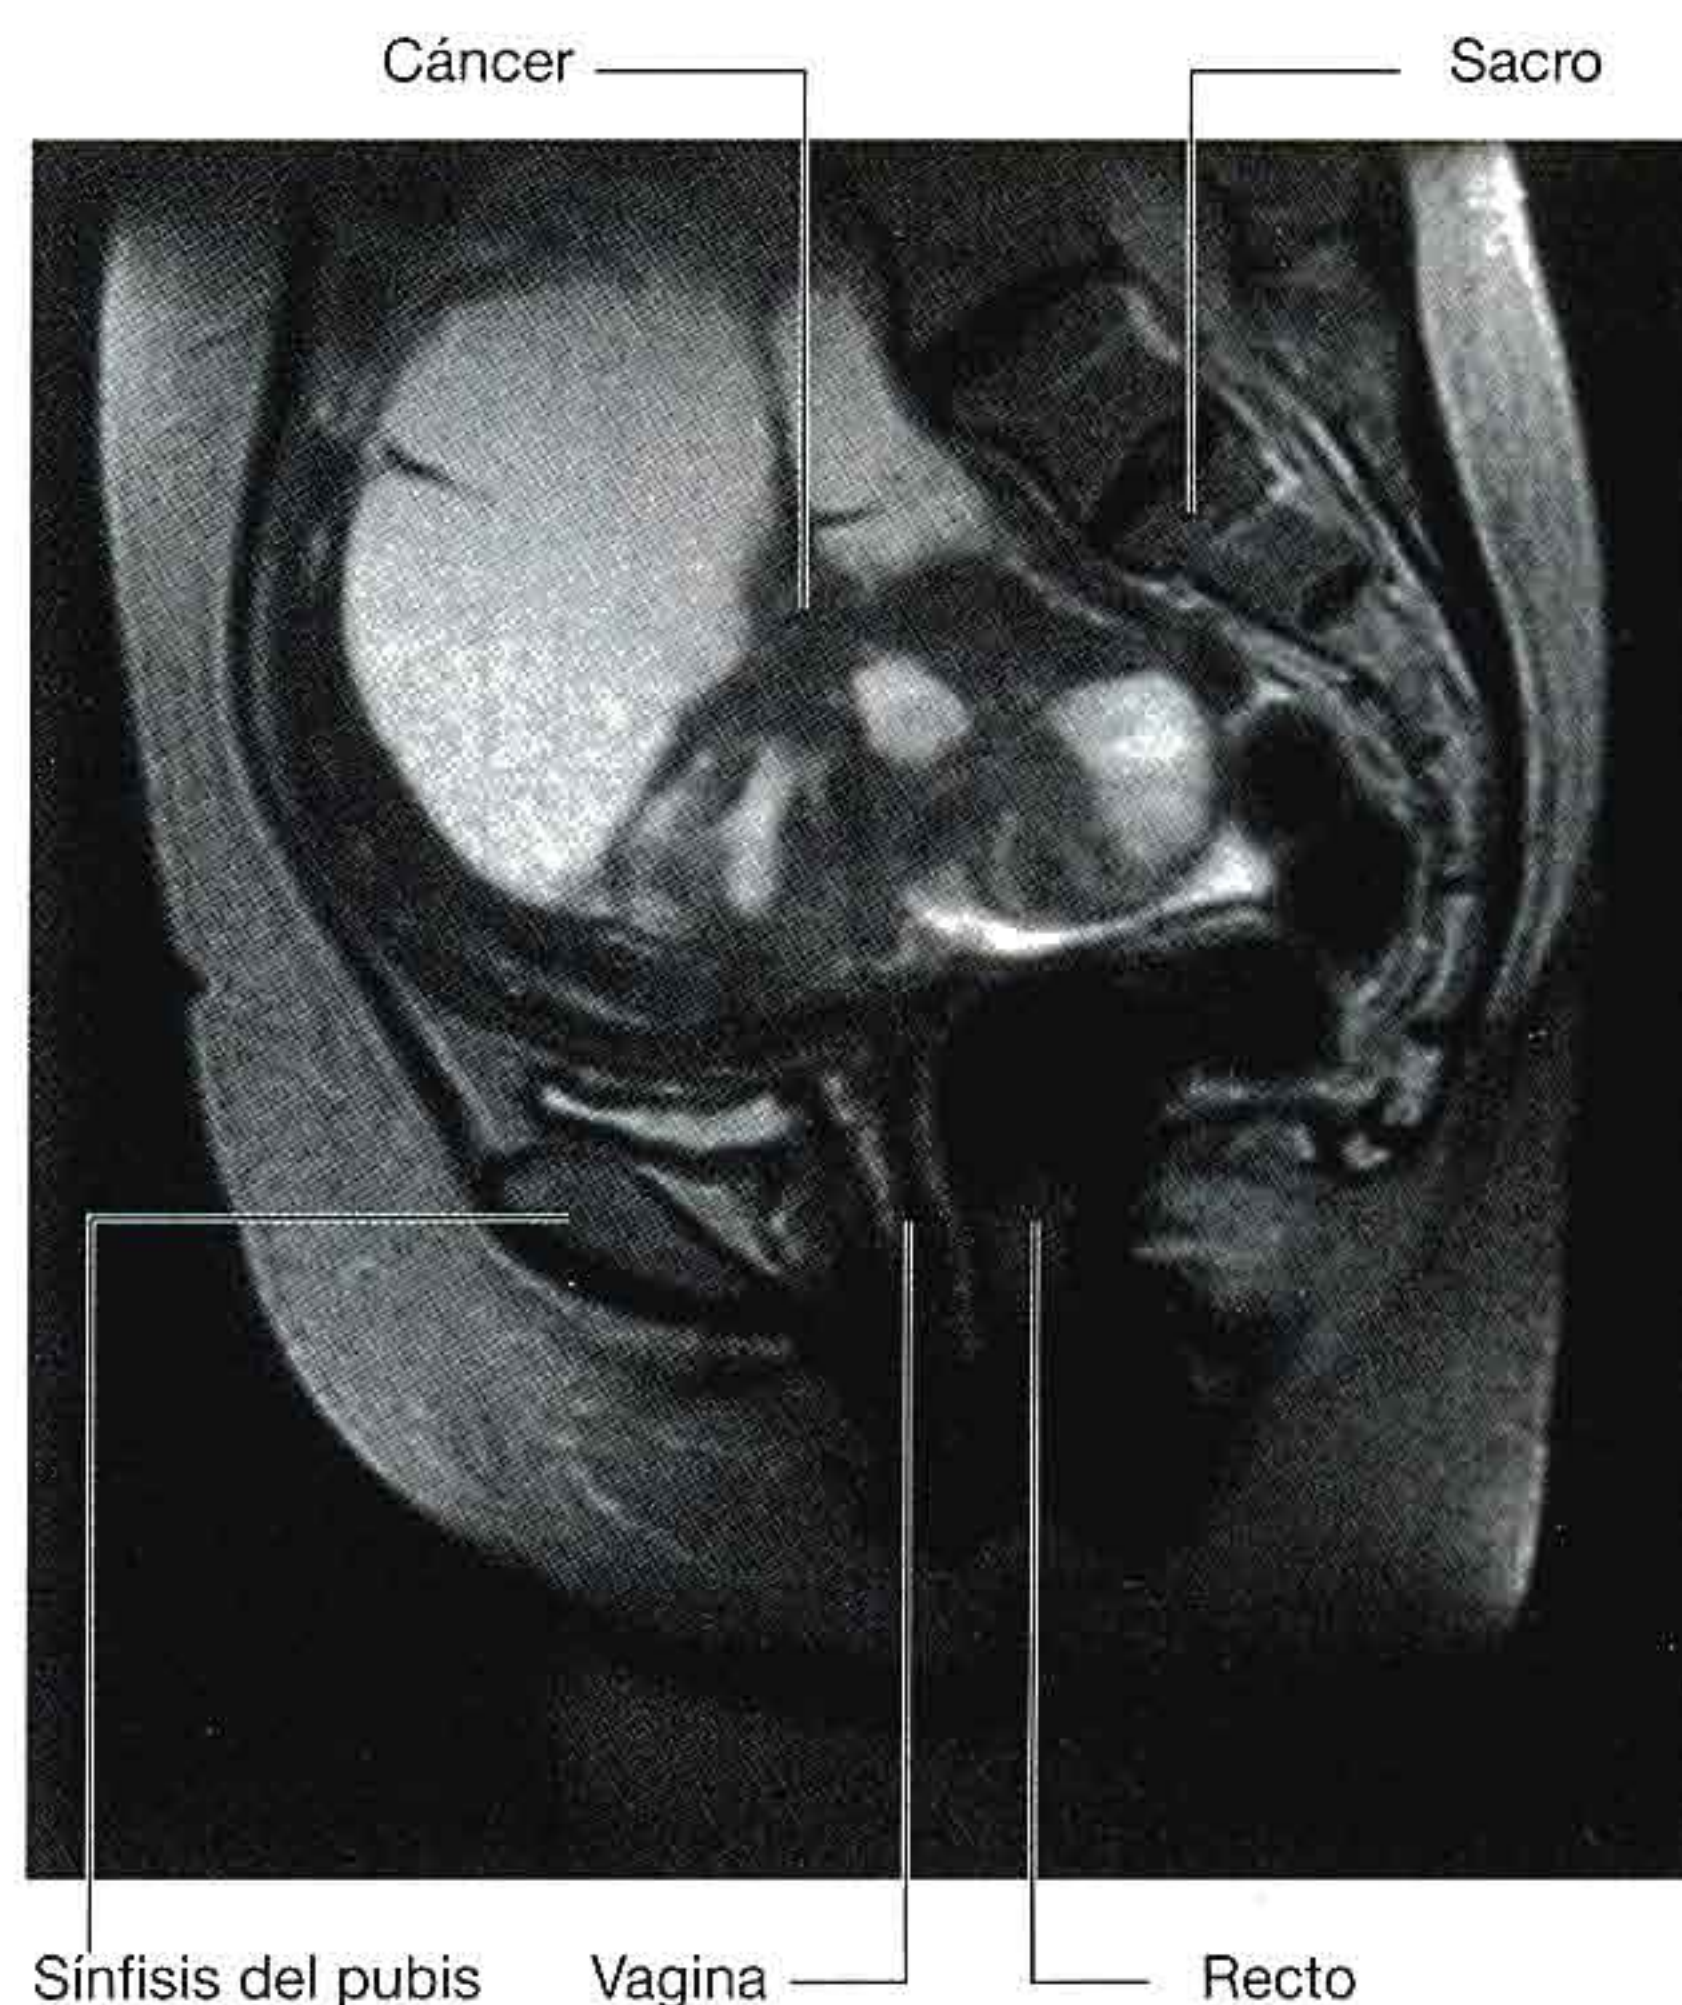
Resonancia magnética sagital en la que se observa un cáncer de ovario.
